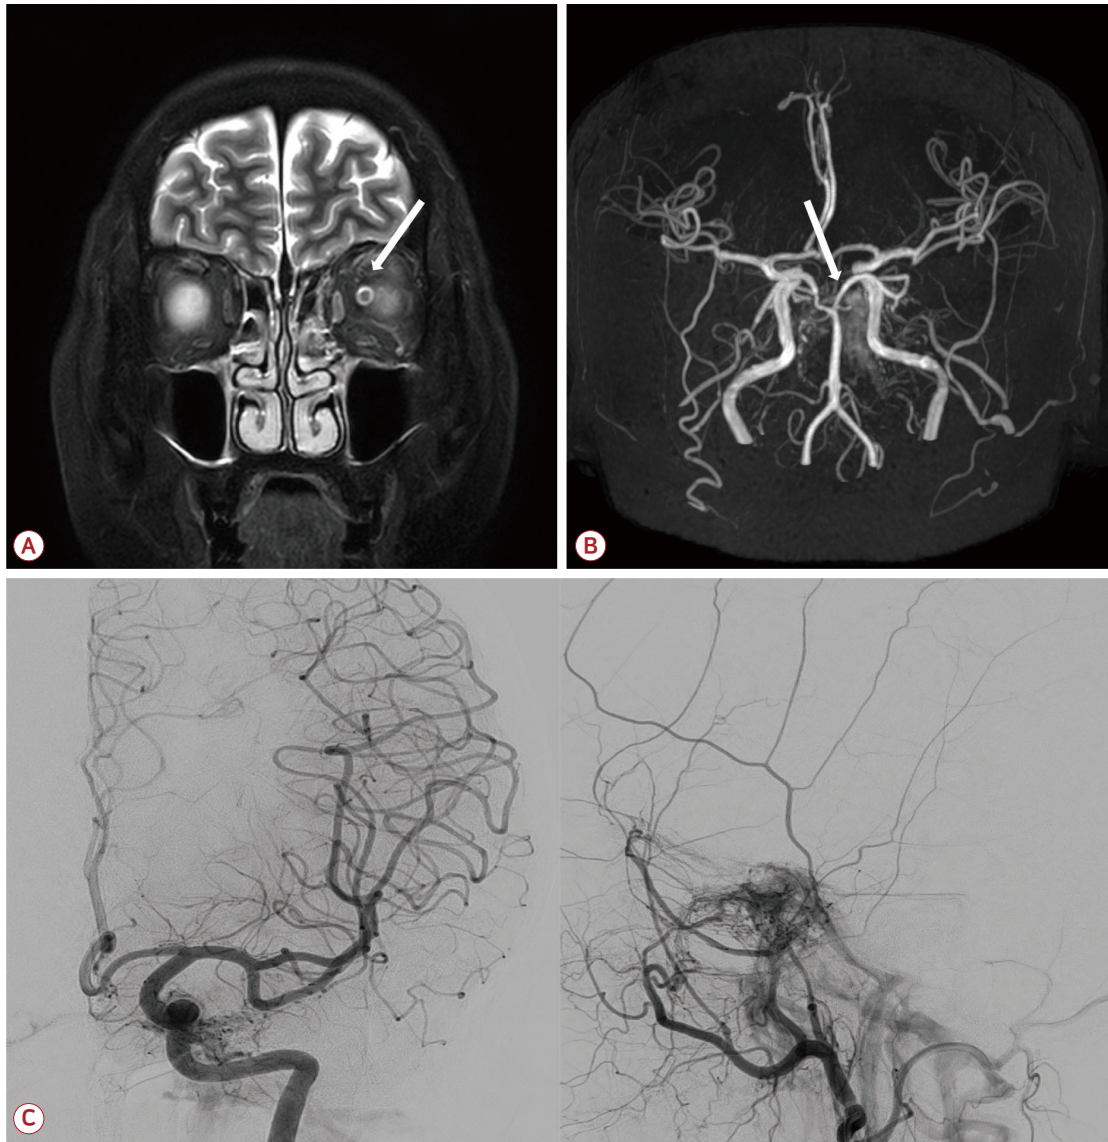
(A) T2-weighted brain MRI showed mild left preoptic swelling (arrow) and (B) intracranial brain MRA showed dural CCF in diffuse cavernous sinus with left dominant fistula flow (arrow). (C) Conventional ICA and ECA angiography revealed bilateral dural CCF induced by meningeal branch of ICA. MRI; magnetic resonance imaging, MRA; magnetic resonance angiography, CCF; carotid-cavernous fistula, ICA; internal carotid artery, ECA; external carotid artery.
